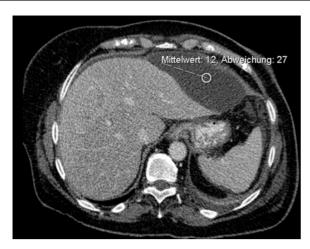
74-jährige Patientin mit Biliom nach Operation einer durch Perforation komplizierten Cholezystitis. In der kontrastverstärkten CT glatte Abgrenzung des Bilioms mit typischen Dichtewerten (12 HE)
